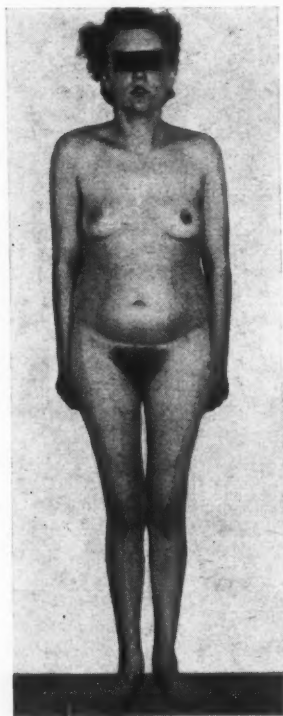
Probandin von Abb. 16 nach Hormontherapie (Testosteron und Follikelhormon) und Röntgenstrahlung der Hypophyse (3000 r), Alter 17 J.
